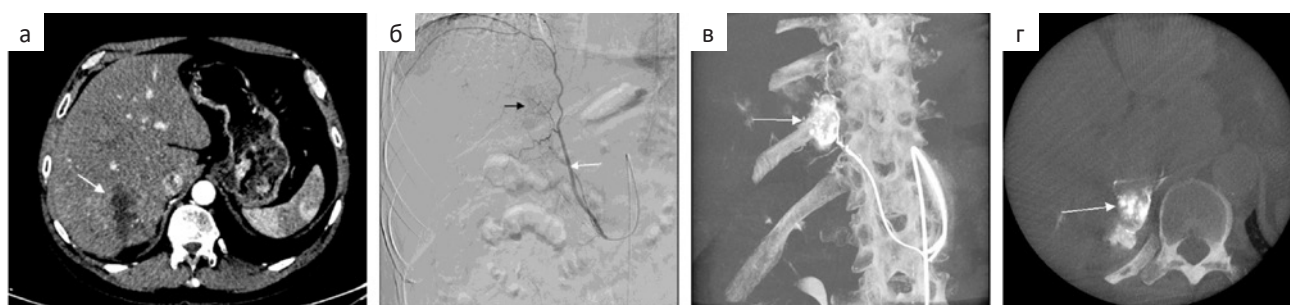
Пациент с ГЦР VII сегмента печени. а — В артериальную фазу КТ определяется умеренно васкуляризованная опухоль (стрелка) в VII сегменте печени. В опухоли некротическая зона после ранее выполненной химиоэмболизации; б — Ангиограмма правой нижней диафрагмальной артерии (белая стрелка) не показывает убедительных признаков паразитического кровоснабжения опухоли. В проекции VII сегмента зона повышенного контрастирования (черная стрелка); в — фронтальная и аксиальная; г — MPR реконструкции ПДКТ ангиографии ветви правой нижней диафрагмальной артерии показывают, что последняя кровоснабжает опухоль (стрелка)
